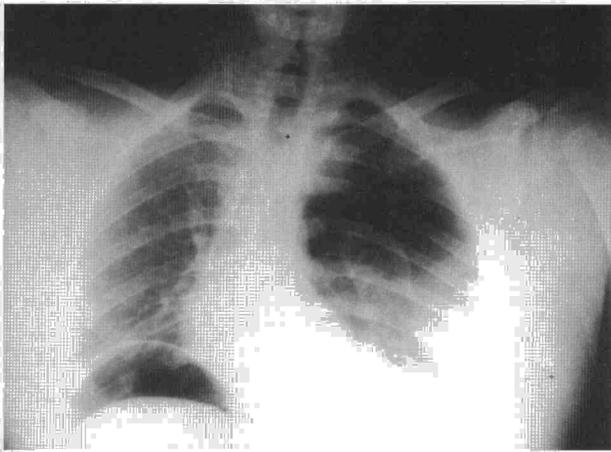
Radiografía de tórax que muestra neumoperitoneo derecho y neumotórax izquierdo. El proyectil atravesó el estómago, el hígado y el hemidiafragma izquierdo antes de alojarse en la pared torácica.
